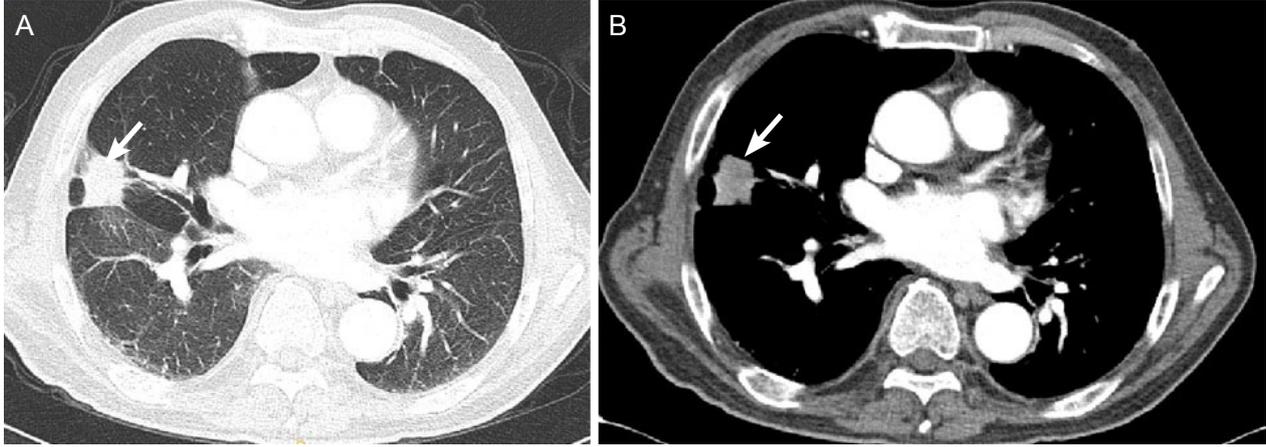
Chest CT shows small round nodular opacity in right lower lobe (white arrow).
